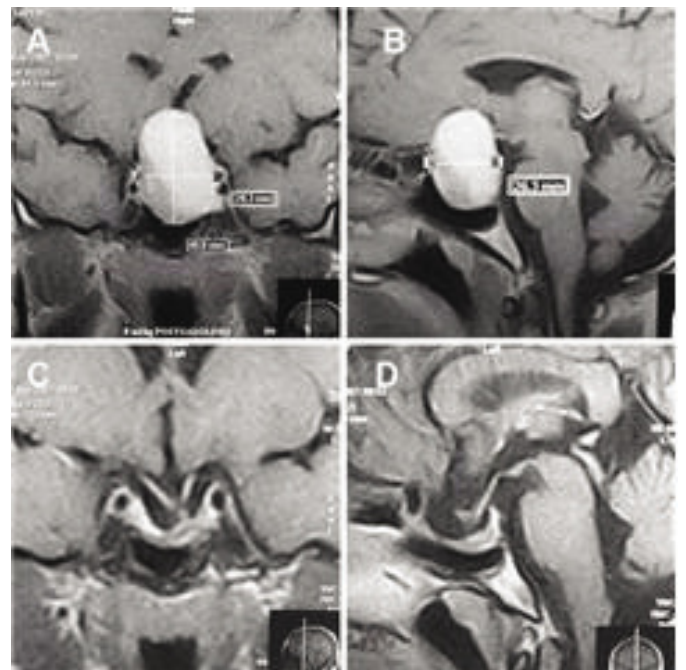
Paciente mulher, acromegálica, com macroadenoma grau B. A y B, RM preoperatoria. C y D, RM postoperatoria.
